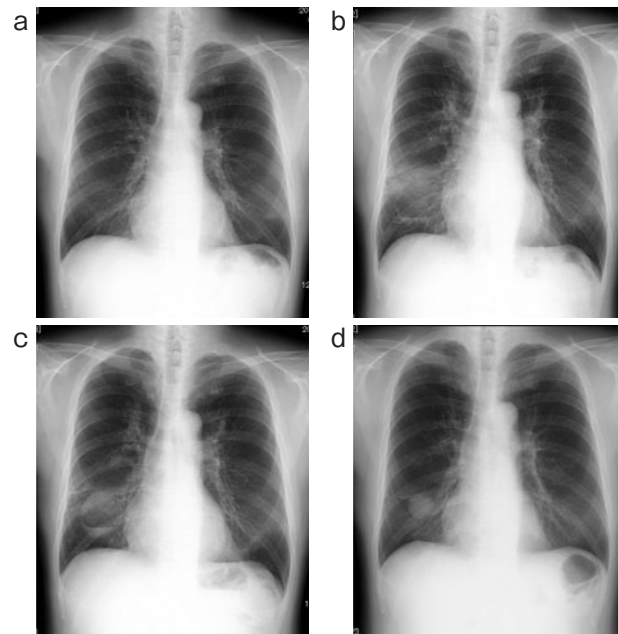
Chest X-ray findings before and after the third bronchial thermoplasty (BT) session. (a) Abnormal shadow was not evident before the third BT session. (b) A cystic lesion containing fluid appeared in the lower right lung field the day after the third BT session. (c) Fluid accumulation was increased seven days after the third BT session. (d) Six months after the third BT session, the cystic lesion had shrunk.
